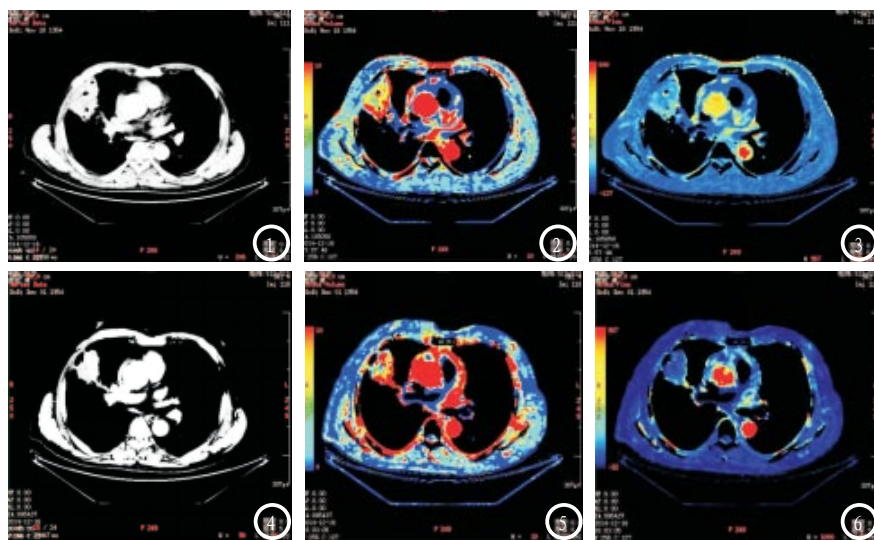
NSCLC患者,男,59岁,鳞癌,放疗后疗效评价为PR。图1-3分别为放疗前CT增强图像、BV伪影图(BV值为10.21mL/100g)、BF伪影图(BF值为89.25mL/100g/min);图4-6分别为放疗后CT增强图像、BV伪影图(BV值为5.84mL/100g)、BF伪影图(BF值为60.39mL/100g/min)
